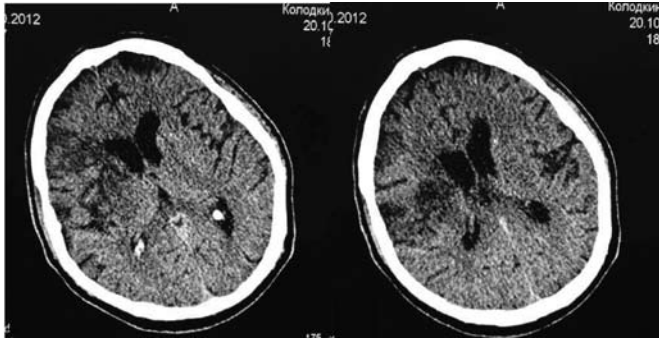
КТ головного мозга до операции. Постишемические изменения правой лобной доли.
